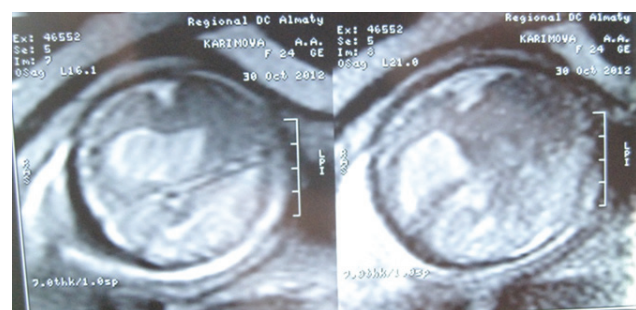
МРТ снимки из архива SVS Лаборатории. Пациентка Каримова Анна, 05/01/2013г.р. На сканах определяются постишемические изменения в правой гемисфере. Вентрикуломегалия слева. Гипоплазия мозолистого тела. (проф.Грушин Ю.В., 30.10.2012.)
